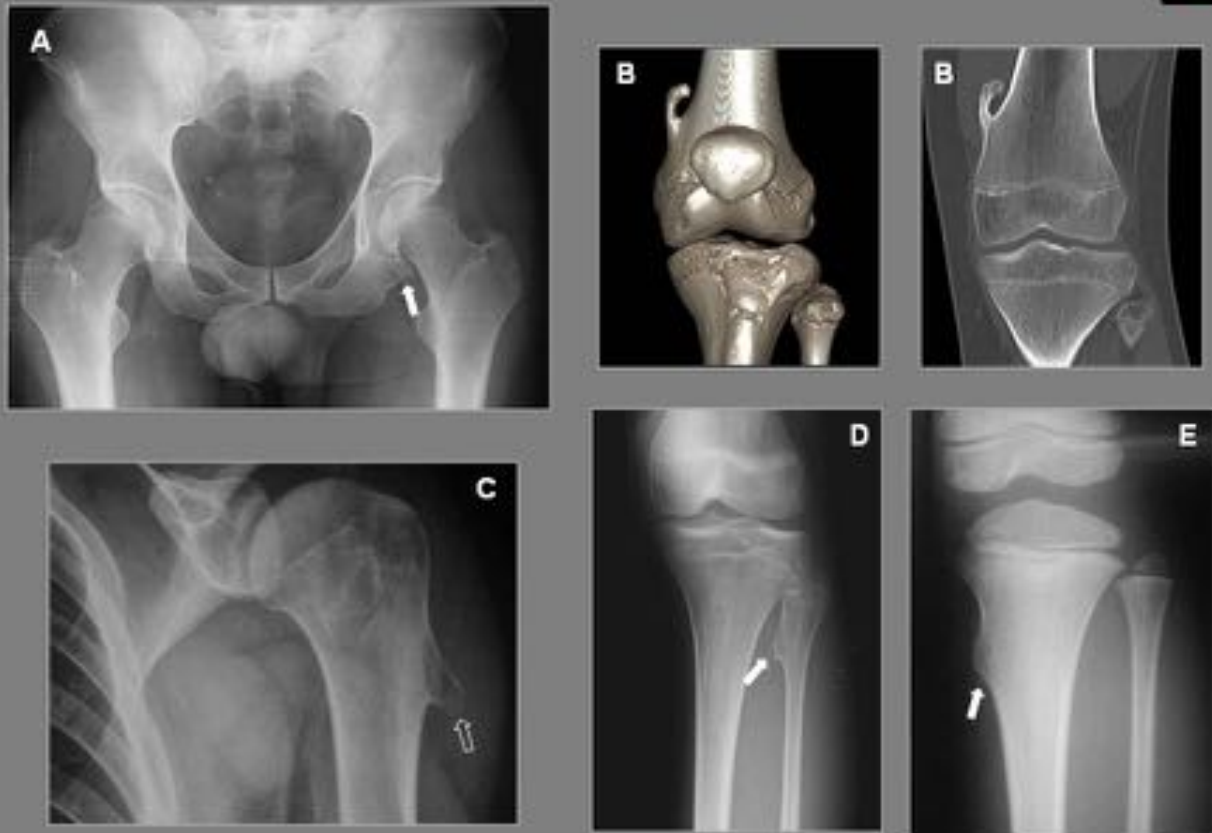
A. Radiografía AP de pelvis con pequeño osteocondroma sésil en rama isquiática izquierda. B. Reconstrucciones TC de un osteocondroma pediculado de la metáfisis distal del fémur. C. Radiografía AP de húmero con osteocondroma sésil de la metáfisis proximal. D. Radiografía AP de pierna que muestra pequeño osteocondroma sésil en metáfisis proximal del peroné. E. Radiografía AP de rodilla con pequeño osteocondroma sésil en la metáfisis proximal de la tibia
